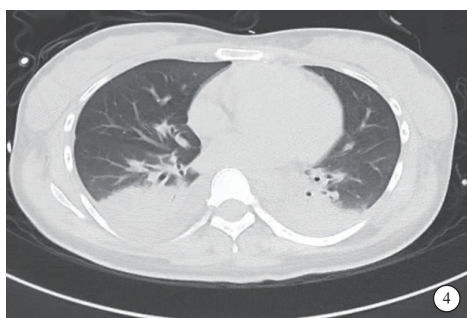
1 例 23 岁女性急性秋水仙碱中毒患者入重症医学科 3 d 时(2020 年 9 月 4 日)胸部 CT 提示下肺实变明显
